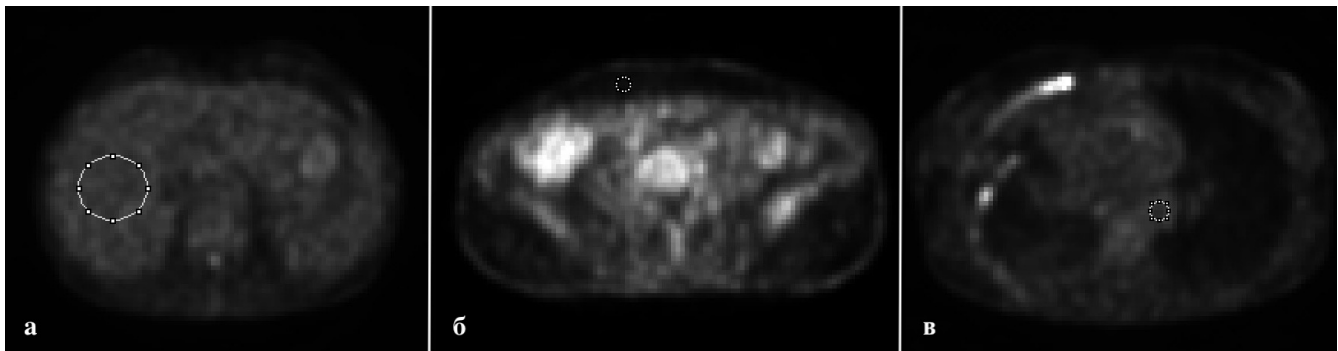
Пример выбора области интереса на аксиальном срезе ПЭТ-изображения пациента в зоне: а – печени; б – жировой ткани; в – пула крови (грудная часть нисходящей аорты)
